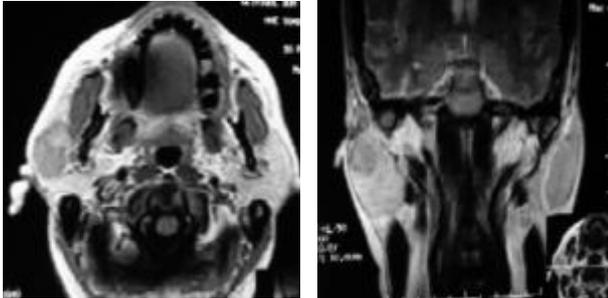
IRM cervico-faciale en coupe axiale et coronale en séquence pondérée T1: tumeur parotidienne droite se rehaussant de façon hétérogène et intense après injection de gadolinium.
